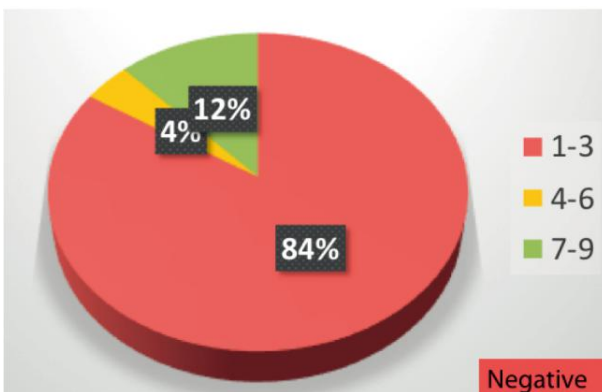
德尔菲:出于二级医疗/耳鼻喉科手术治疗的目的,是否认可使用此前 3 年以上时间所行的 CT。
